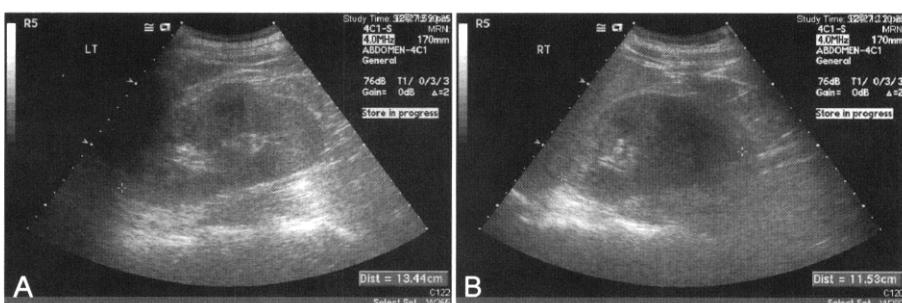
Abdominal ultrasonography findings of kidneys. (A) Left, (B) Right. Both kidneys show increased cortical echogenicity with diffuse parenchymal swelling. There is no definite evidence of hydronephrosis.
